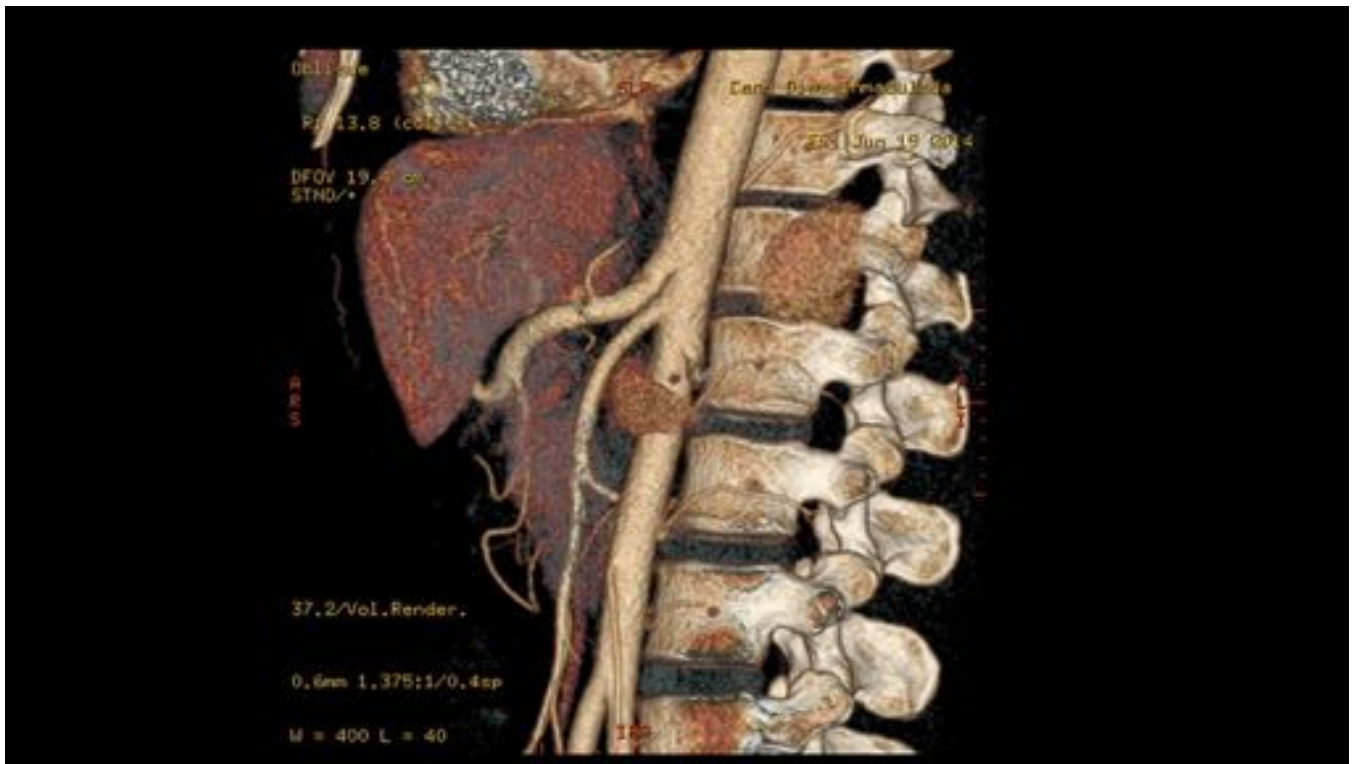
TC con reconstrucción VR. Aumento de calibre del tronco celiaco y de la arteria hepática (inferiormente podemos ver la salida de la arteria mesentérica superior de calibre normal)
